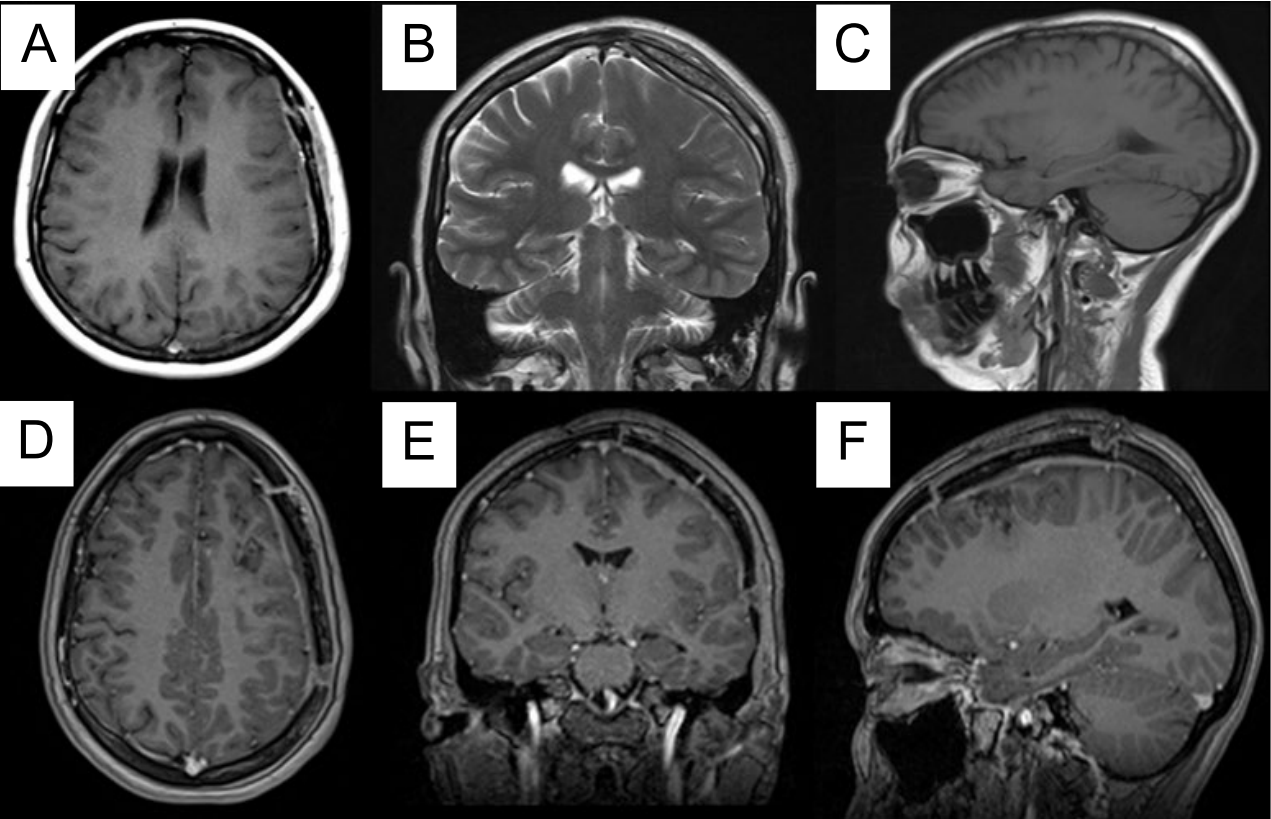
Resonancia magnética cerebral postquirúrgica. A-C) Seis meses posteriores a la intervención, se evidencia la restitución completa del ventrículo lateral izquierdo y del parénquima cerebral circundante, sin evidencia de remanencia tumoral. D-F) No se observan realces patológicos a la administración de contraste endovenoso.
